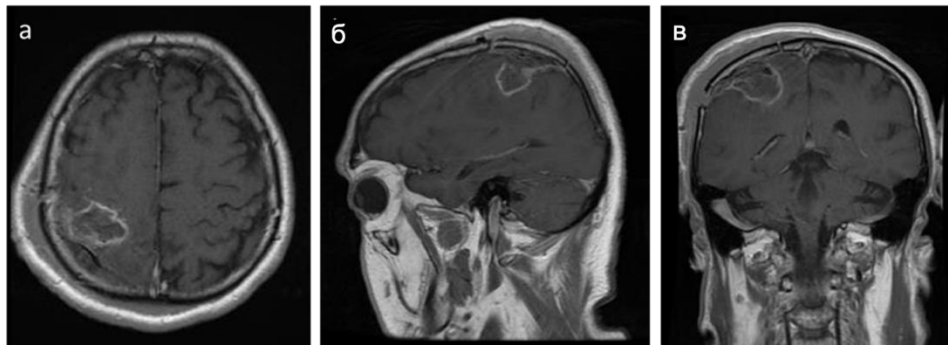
М., 59 лет, клиническое наблюдение 12. Контрольная МРТ у пациента после микрохирургического удаления глиобластомы правой теменной доли, режим T1+C. а – аксиальная проекция; б – сагиттальная проекция; в – фронтальная проекция.
